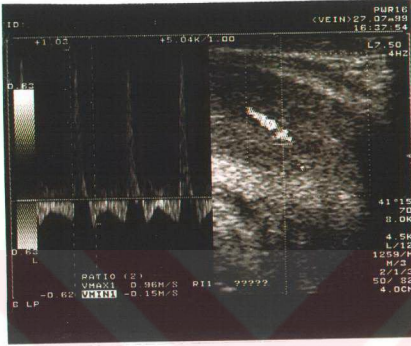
a) Papaverin (a) ve sildenafil (b) öncesi Doppler ultrasonografi görüntüsü
